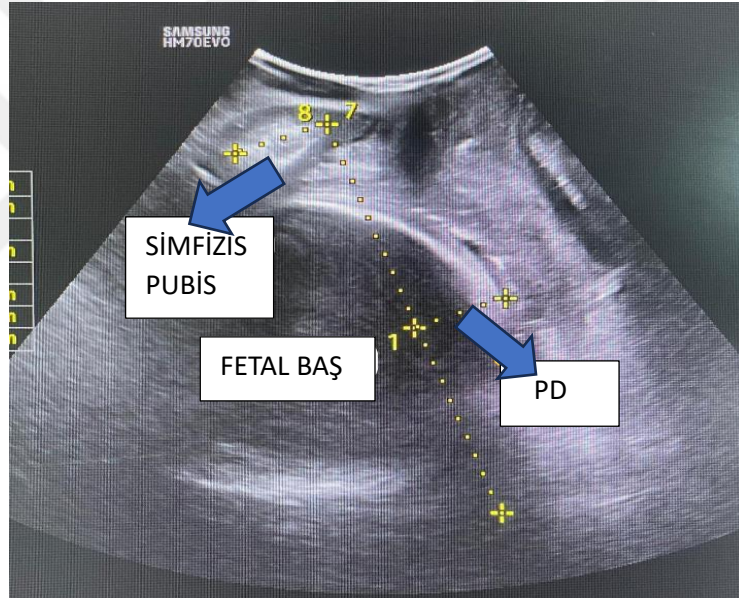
Progresyon açısının ölçümü (Zeynep Kâmil Eğitim ve Araştırma Hastanesinde perineal ultrason ile alınan görüntüdür.)
